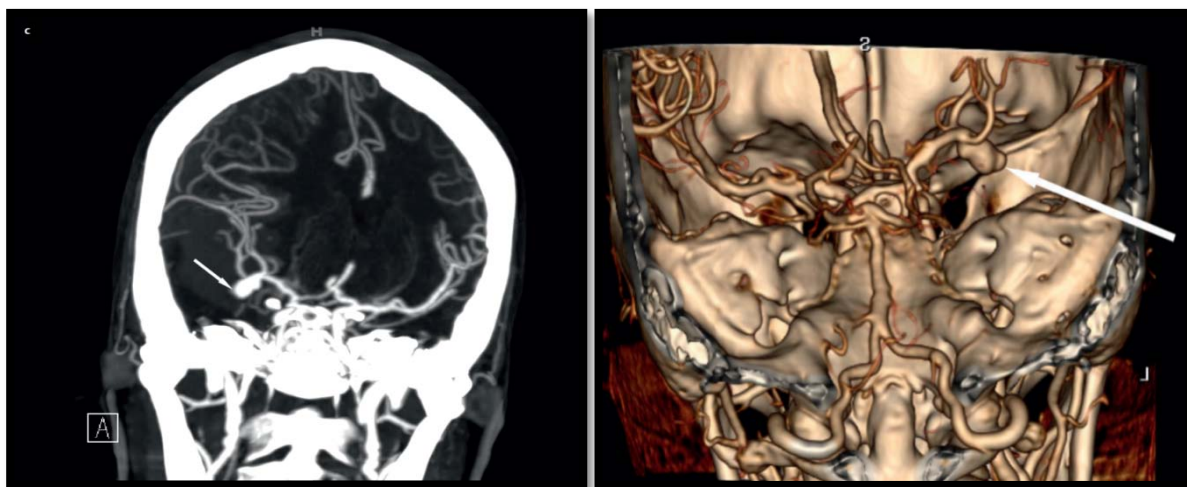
Angio TDM d'un anévrysme de l'ACM droite (flèche de l'image à droite) (10)en :
